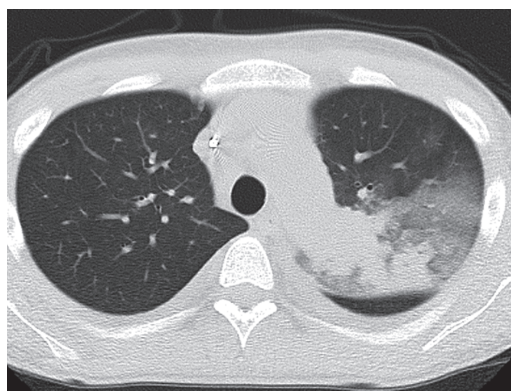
CT: Consolidation in the left upper lobe, ground glass opacity(GGO) existed around that.
